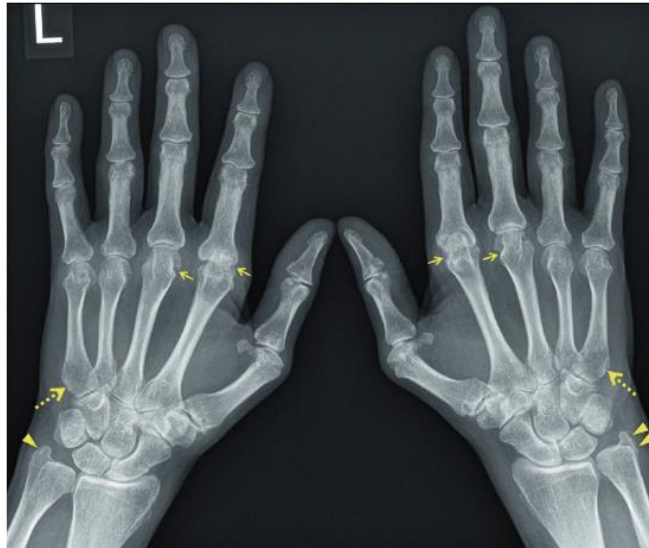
Exemplo de uma radiografia dorsopalmar de ambas as mãos de um paciente com artrite reumatoide. Existe envolvimento típico das articulações metacarpofalângicas com estreitamento do espaço articular e erosão da zona, mais notório na zona das cabeças dos metacarpos (indicado pelas setas a amarelo) [21].
